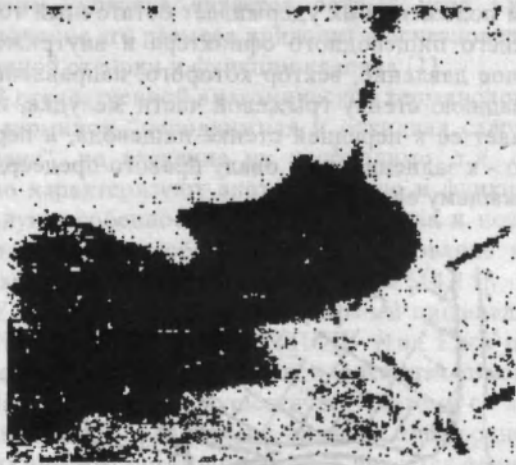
Рентгенограмма больной М. Скользящая фиксированная кардиофундальная грыжа ПОД, контрастированная бариевой водной взвесью
